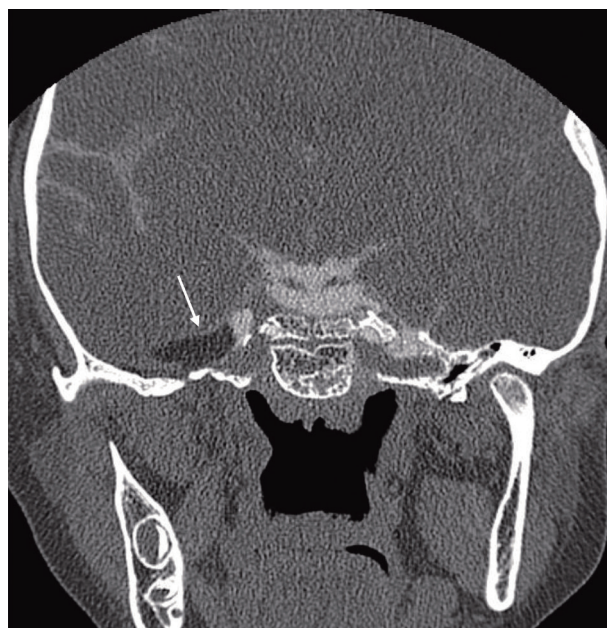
CT cisternography after postoperative 1 week demonstrates Cerebrospinal fluid (CSF) leak which previously observed under right petrous apex is disappearing. The interposition of fat tissue (arrow) to petrous apex meningocele is seen.
